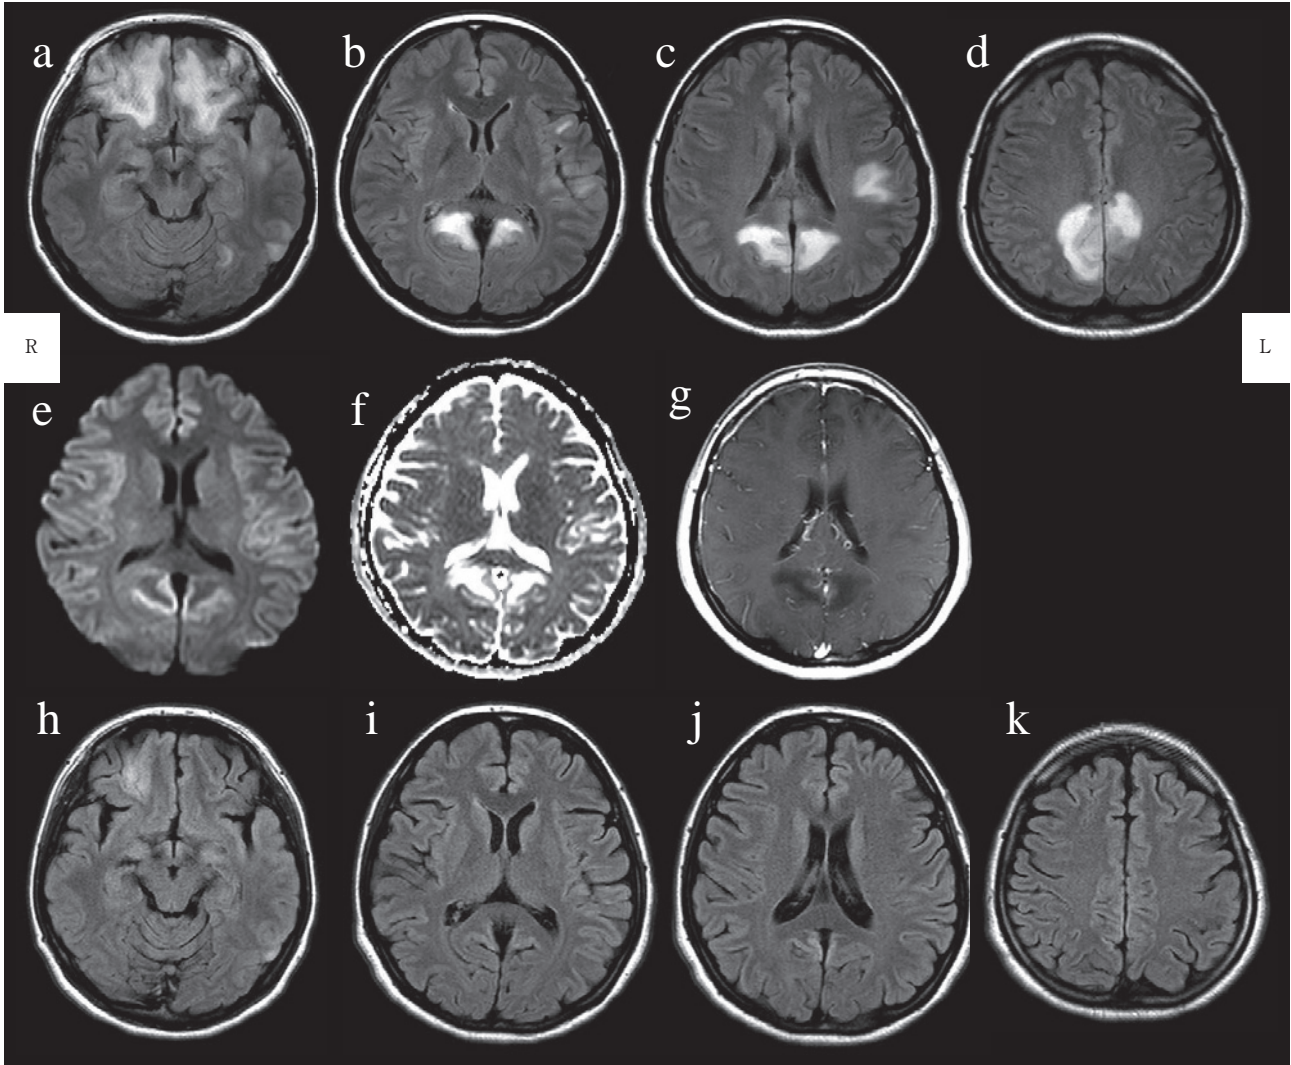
Brain MRI on admission and after treatment.
